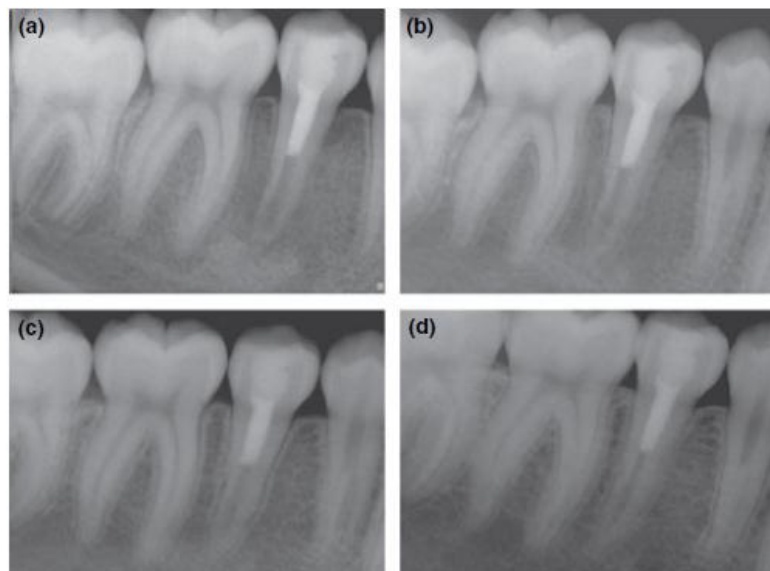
Radiografias pós-tratamento do dente 45. (A) radiografia pós-operatória seis semanas após o tratamento mostra espessamento de paredes dentinárias sem evidência de lamina dura apicalmente. (B) no período de sete meses, um restabelecimento do espaço do ligamento periodontal e lâmina dura. Maturação da raiz é visível. (C) A radiografia de acompanhamento de 13 meses mostra um maior espessamento da lâmina dura e maturação da raiz. (D) na consulta pós-operatória de 19 meses, uma completa maturação do ápice.
